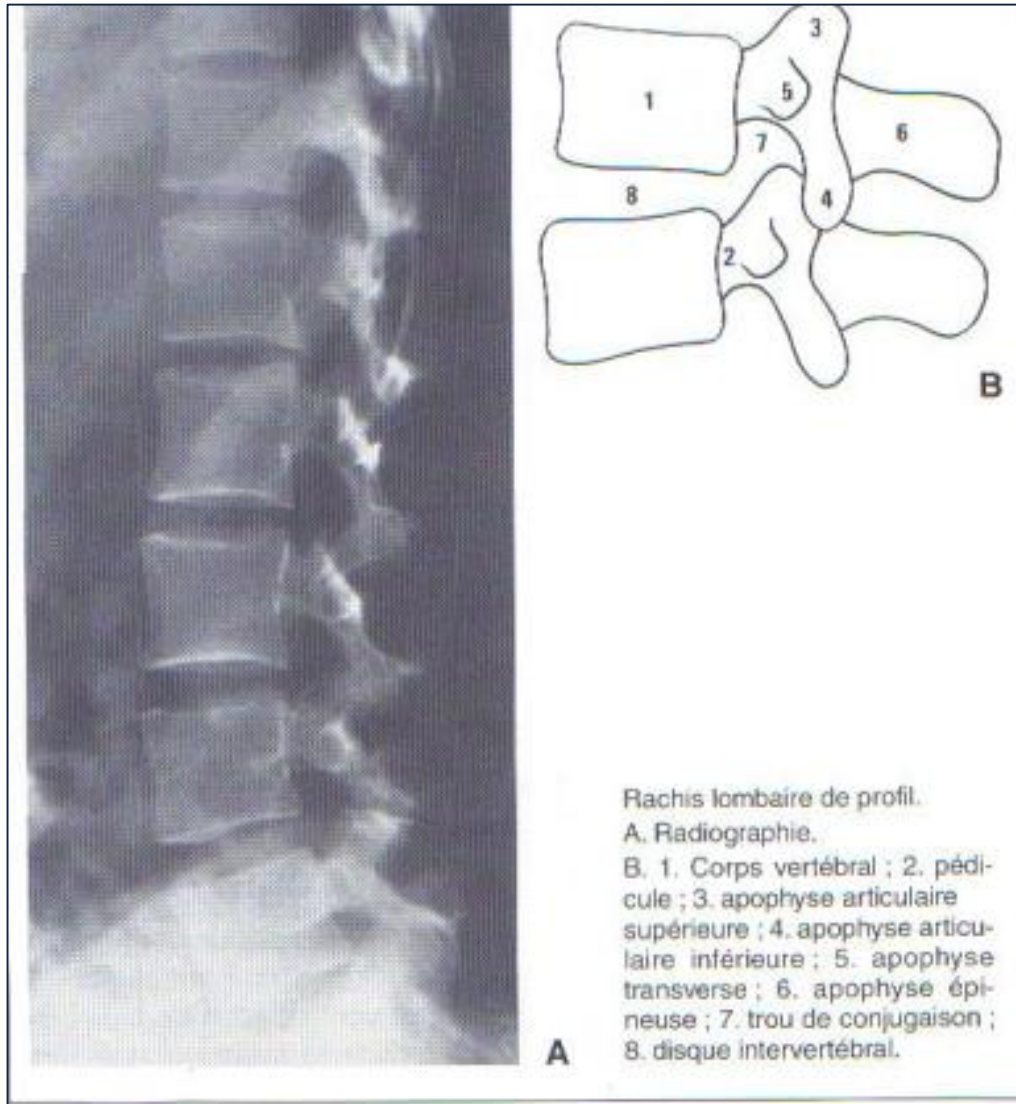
Radioanatomie de l'incidence latérale de la radiographie standard [9].
